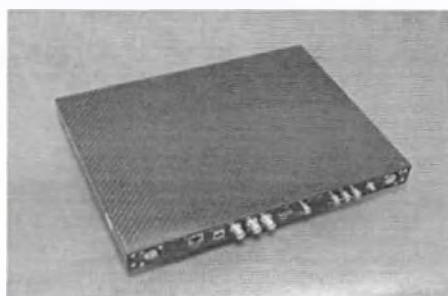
Цифровой плоскопанельный рентгеновский детектор.
